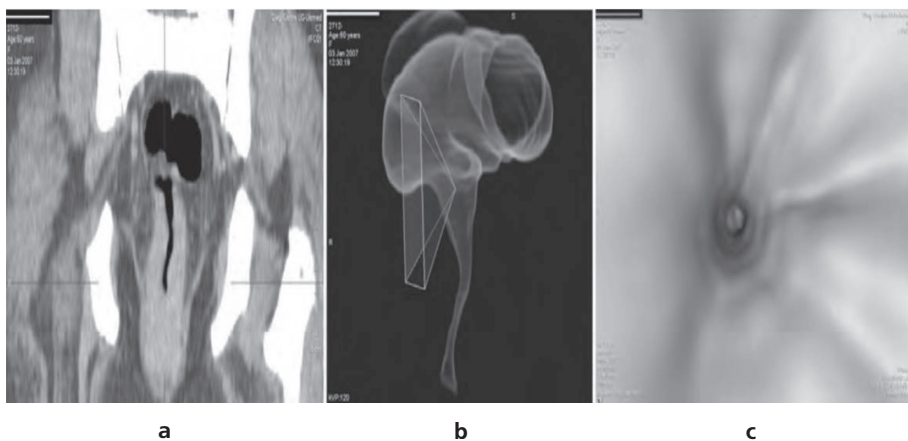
МСКТ и виртуальная колонография рака прямой кишки после проведенной лучевой терапии. (b; c — см. цветную вставку).
